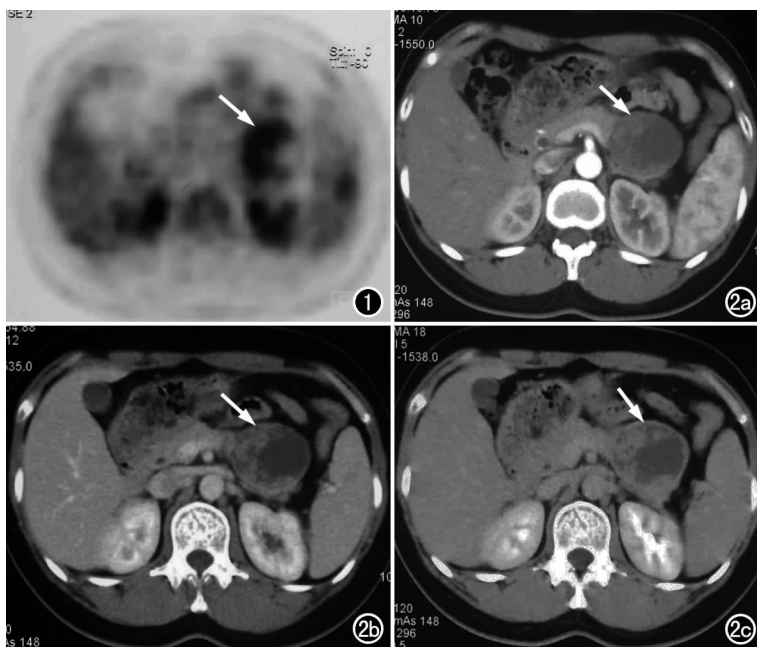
胰尾 SPTP。PET 示肿瘤呈不均匀的半环形 FDG 代谢增高灶(箭), $\text{SUV}_{\max}$ 为 4.8。图 2 CT 增强扫描。a) 动脉期示实性部分轻度强化(箭); b) 门静脉期强化明显,囊实性分界清晰(箭); c) 延迟期强化进一步增加,但低于胰实质的强化程度(箭)。
